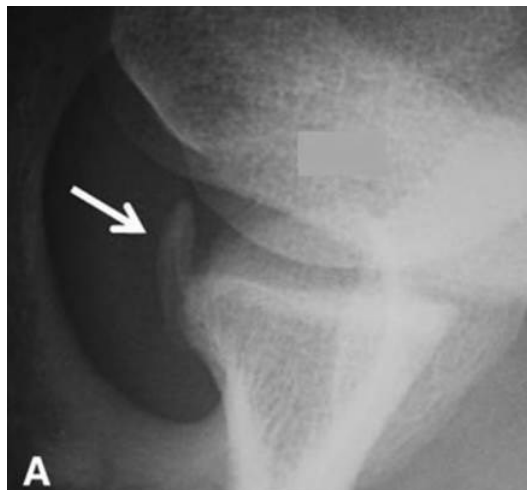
Glenoidsporn auf konventionellem Röntgen(60)
